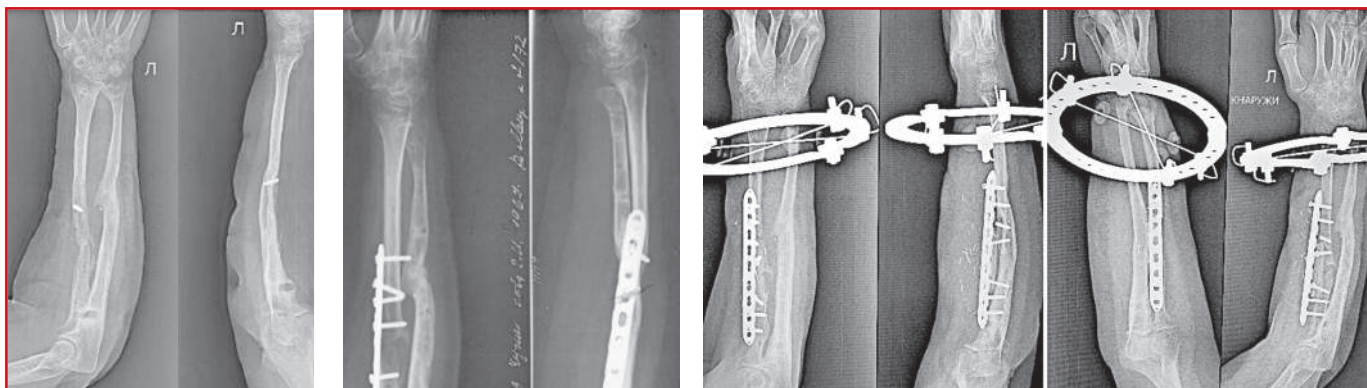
Рентгенограмма предплечья через 2 мес после снятия аппарата с лучевой кости (слева), непосредственный результат (центр) и контроль [предоставлено авторами] / X-ray of the forearm 2 months after removal of the device from the radius (left), immediate result (center) and control [provided by the authors]
